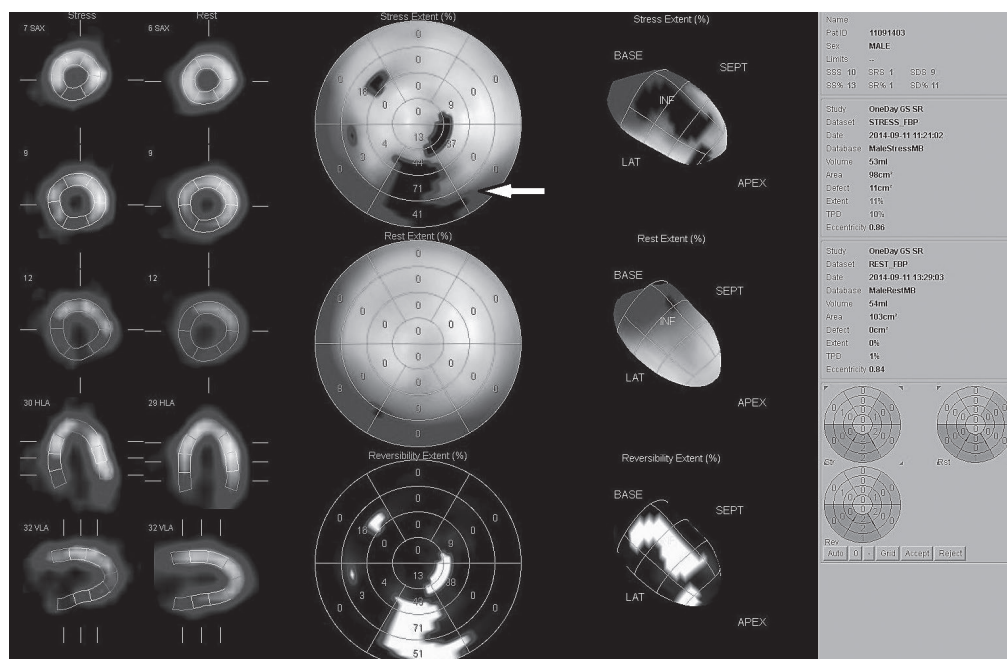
Результаты оценки перфузии миокарда ЛЖ с помощью ОФЭКТ у пациента Ш.
